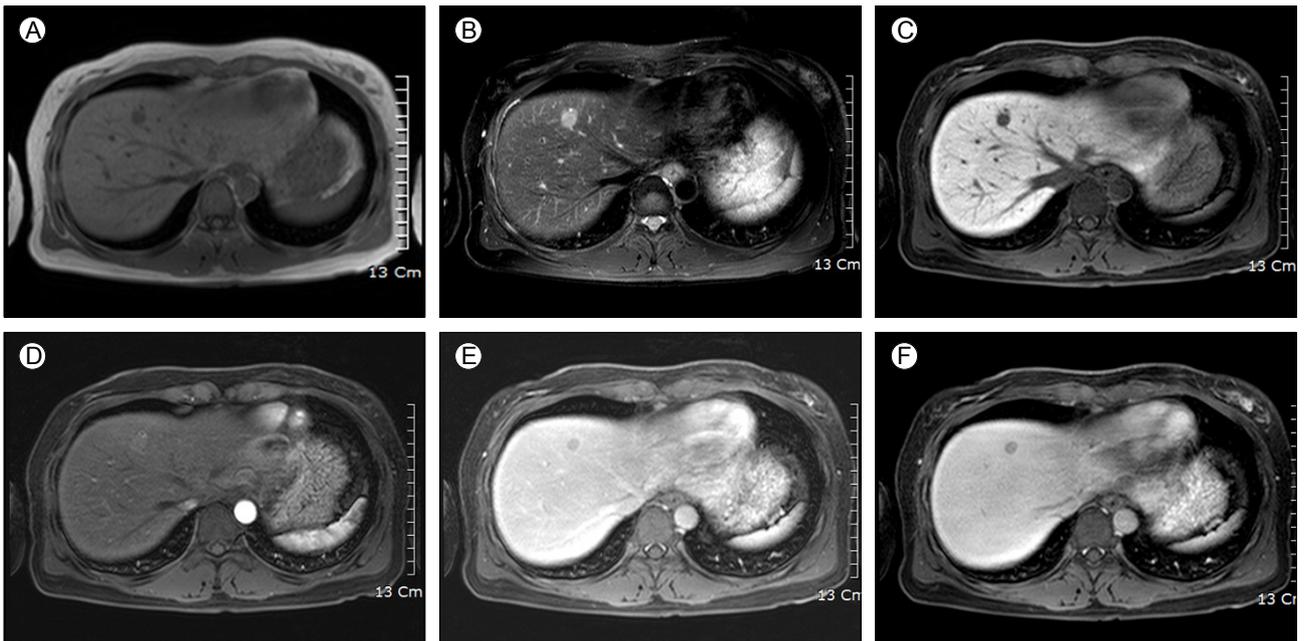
(A) On an unenhanced T1-weighted image, the lesion was hypointense relative to the normal liver parenchyma. (B) On a T2-weighted image, the lesion was hyperintense in the same location as (A). (C) In the hepatobiliary phase, the lesion was hypointense. (D) The lesion was slightly enhanced in the arterial phase. (E) The lesion was hypodense in the portal phase. (F) The lesion was more hypodense in the delayed phase.
